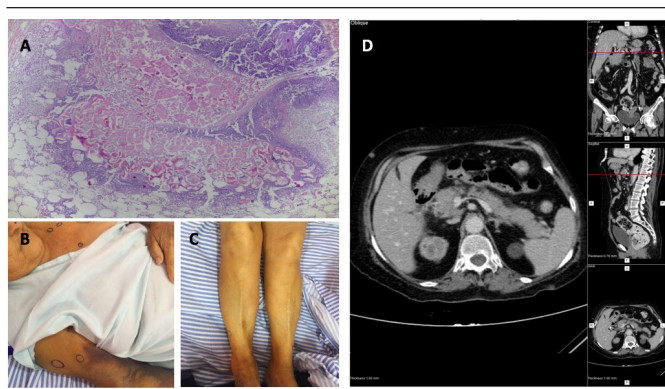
A) *paniculite lobular com infiltrado inflamatório, extensa necrose, restos celulares e saponificação com adipócitos fantasmas, compatível com PP (HE, 40x); B e C) paciente com lesões nodulares assintomáticas, por vezes eritematosas, disseminadas pelo tronco e pelos membros superiores e inferiores; D) TC apresentando pâncreas espessado, com densificação do parênquima e gordura pancreática. Nódulos com densidade de partes mole no tecido subcutâneo*
